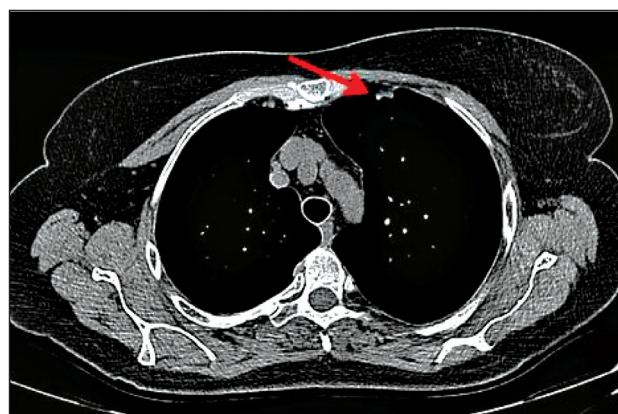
Компьютерная томограмма грудной клетки с в/в контрастированием. Полусферическое утолщение медиастинальной плевры слева на уровне С3 левого лёгкого, февраль 2017 г.
